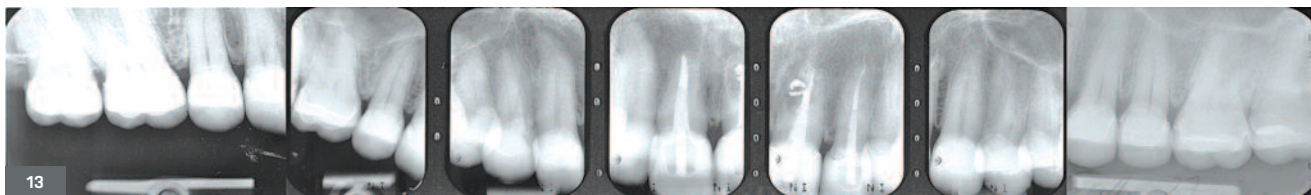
Bilan radiographique rétro-alvéolaire montrant les détails de réalisation dans un souci d'économie tissulaire. La réfection des coiffes existantes sur dents dépulpées [21, 11, 12] met en évidence un délabrement important, préexistant. Toute les restauration adhésives n'ont entrainée aucune dépulpage grâce à un souci d'économie tissulaire.
